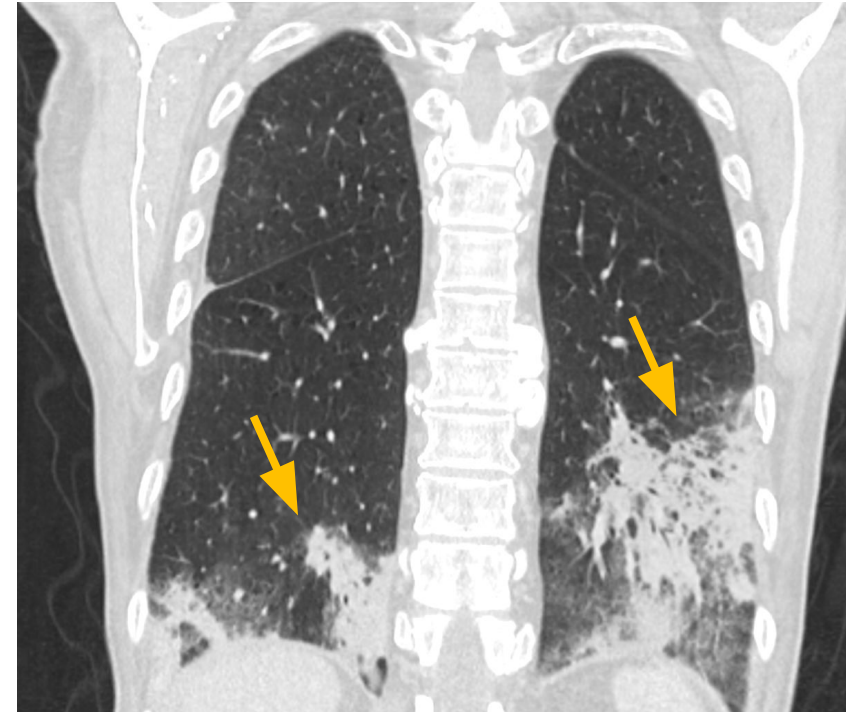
Corte coronal de TC torácica que muestra áreas de consolidación parcheada de predominio periférico y subpleural, compatibles con patrón de neumonía organizada en paciente en tratamiento con nivolumab.
